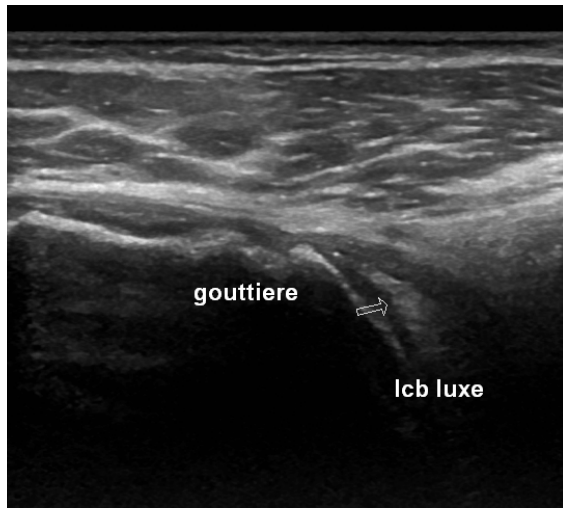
Exemple de concordance de subluxation du tendon du long biceps arthro-IRM (a : séquence axiale), arthro-scanner (b : reconstruction axiale), échographie (c) et arthroscopie. Aspect « effiloché » du tendon en arthroscopie
